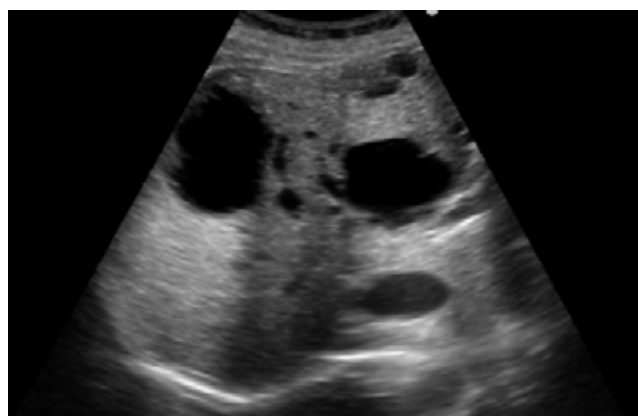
Ecografía abdominal : Lesiones anecoicas secundarias a quistes algunas de ellas con quistes en su interior sugestivos de quiste hepático complicado.
